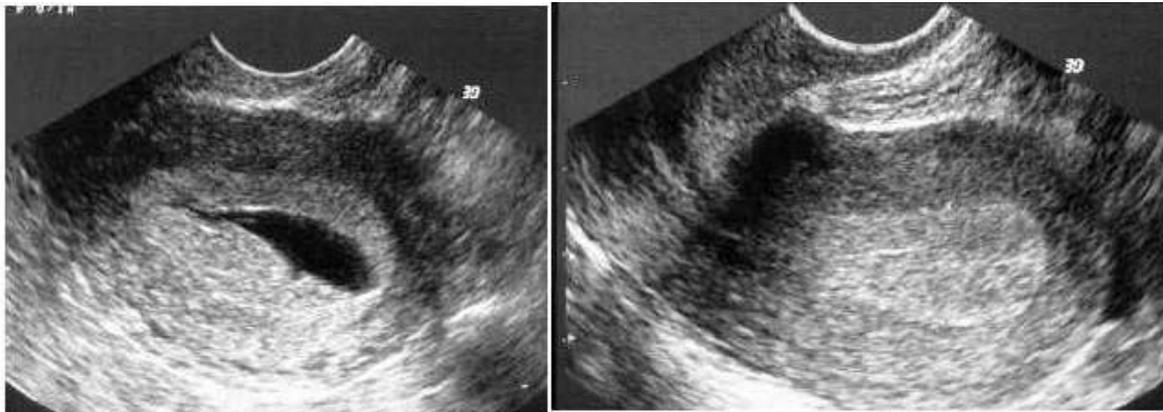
Ultrasonido transvaginal que muestra un aumento en el grosor del endometrio.
